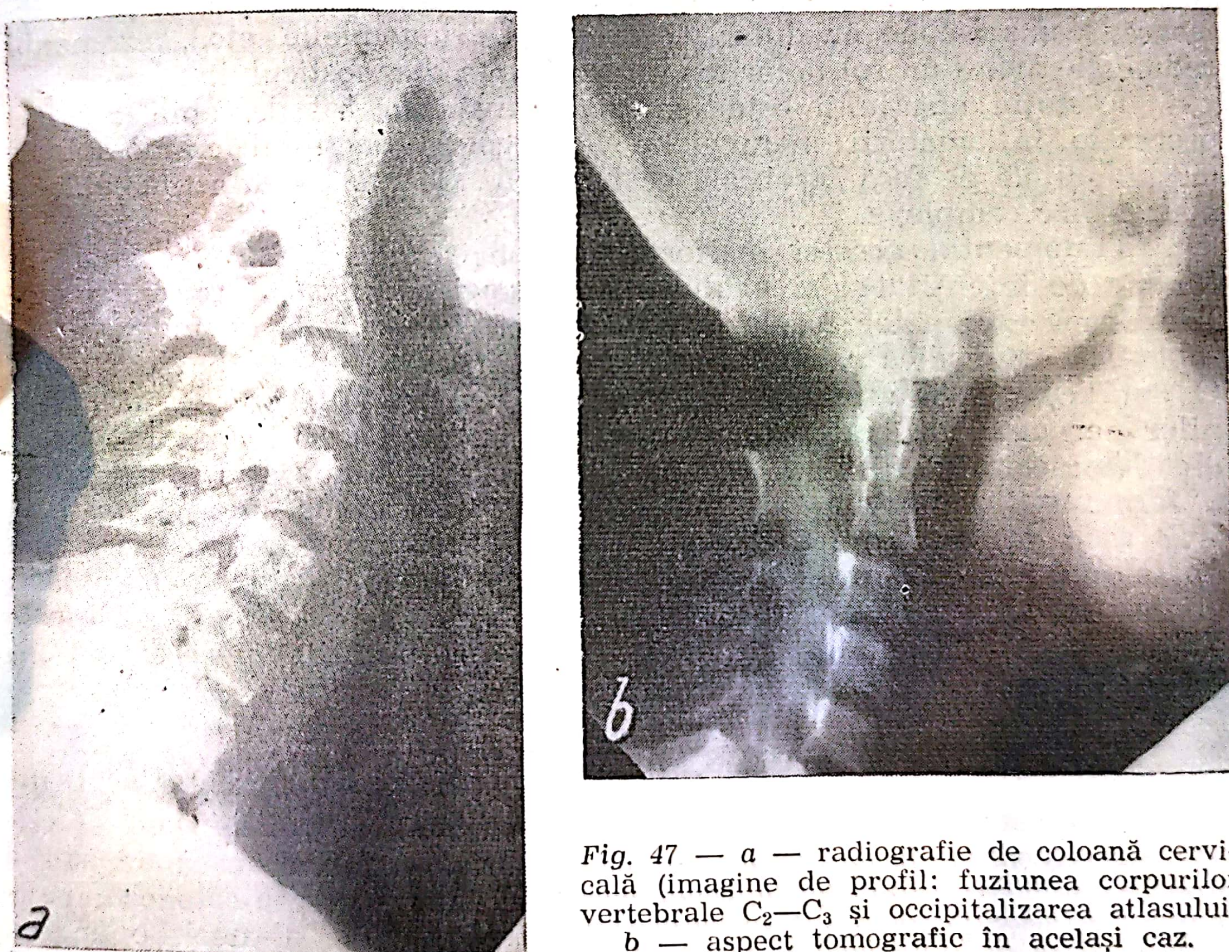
a — radiografie de coloană cervicală (image de profil: fuziunea corpurilor vertebrale C_2-C_3 și occipitalizarea atlasului; b — aspect tomografic în același caz.
